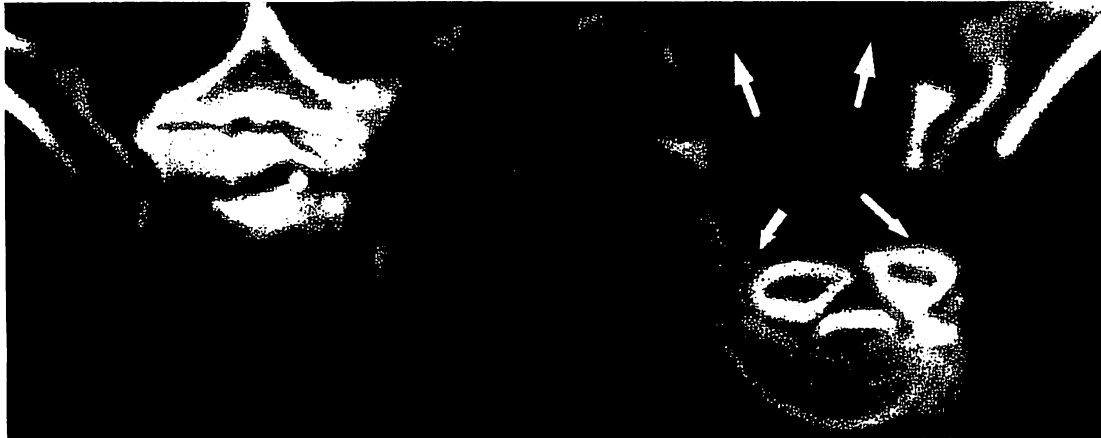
脊髄全周除圧術の術前(左)、術後(右)のCT像
